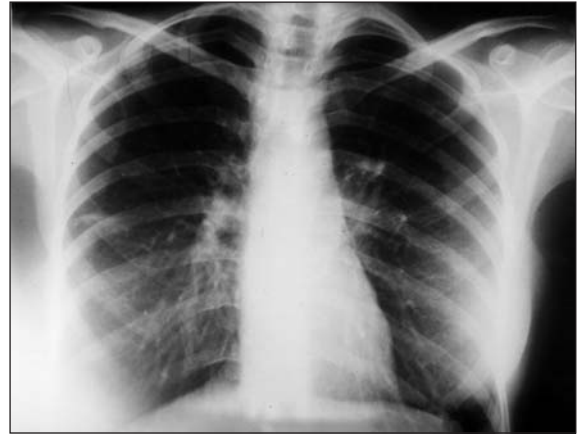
Preoperatif PA akciğer grafisi.
